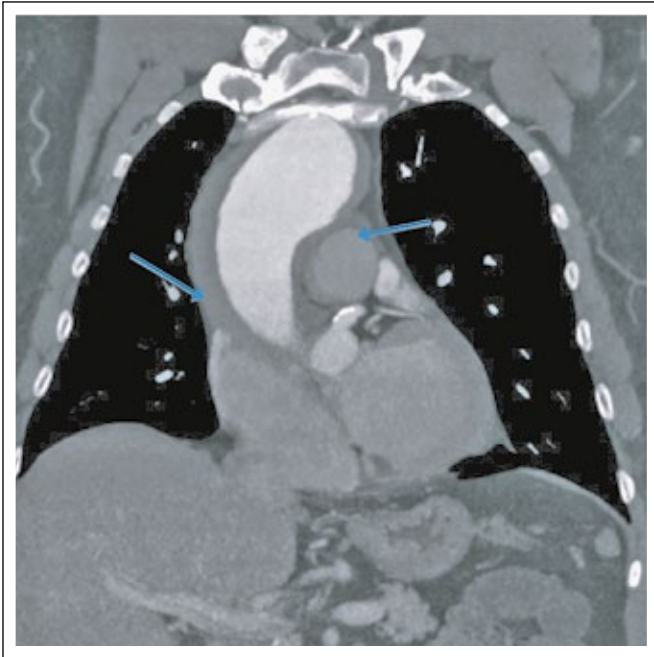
Diagnostische Computertomographie eines intramuralen Hämatoms
